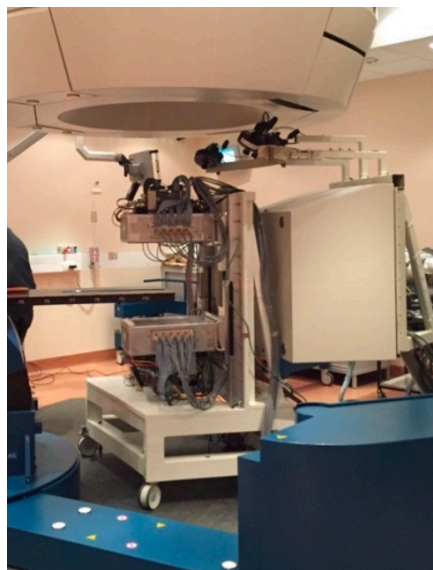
il sistema PET in-beam INSIDE installato in una delle sale di trattamento del CNAO.
